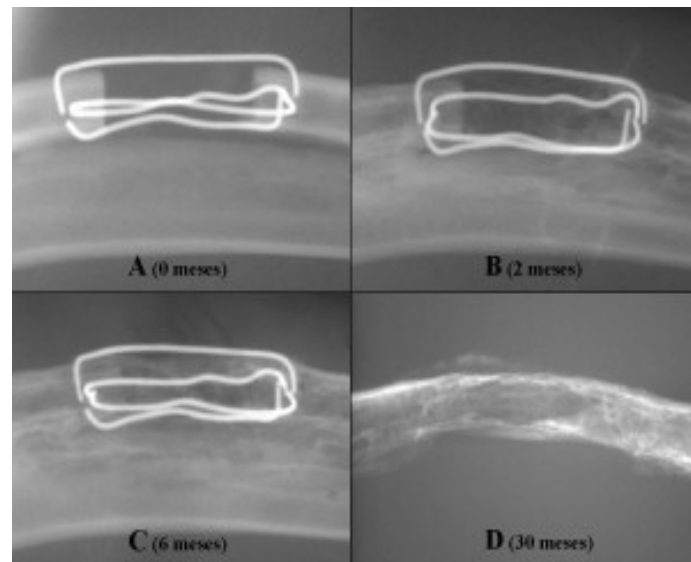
Radiografías en el grupo experimental en el postoperatorio inmediato (A), 2 meses (B), 6 meses (C) y 30 meses (D) con regeneración ósea completa
